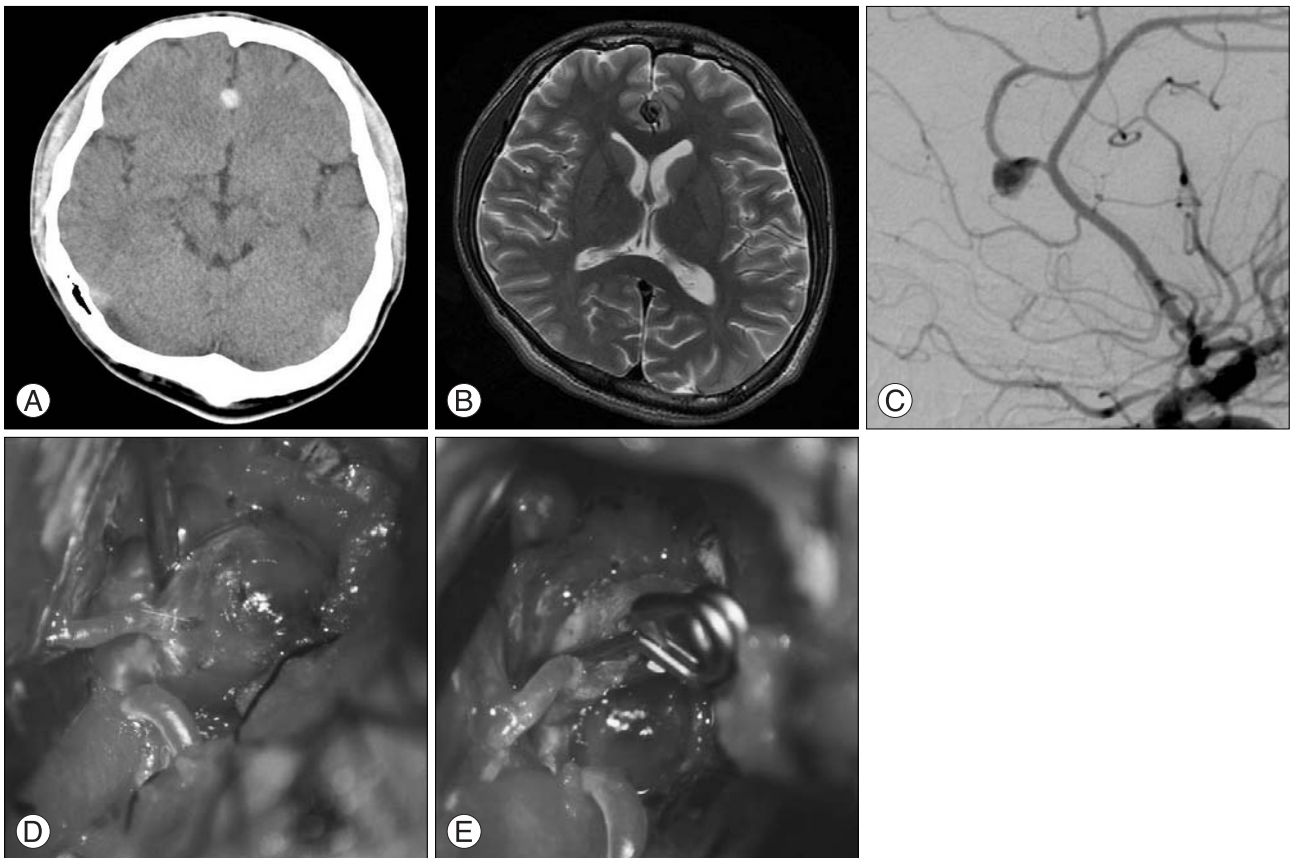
(a, b) Initial MRI & CT demonstrating a aneurysm at interhemispheric fissure. (c)Pre-operative carotid angiogram (lateral view), demonstrating pseudoaneurysm at the proximal callosomarginal artery. Aneurysm developed before junction callosomarginal artery. (d) Intra-operative photograph demonstrating an traumatic pseudoaneurysm. (e) Intra-operative photograph demonstrating an traumatic pseudoaneurysm after clipping.
